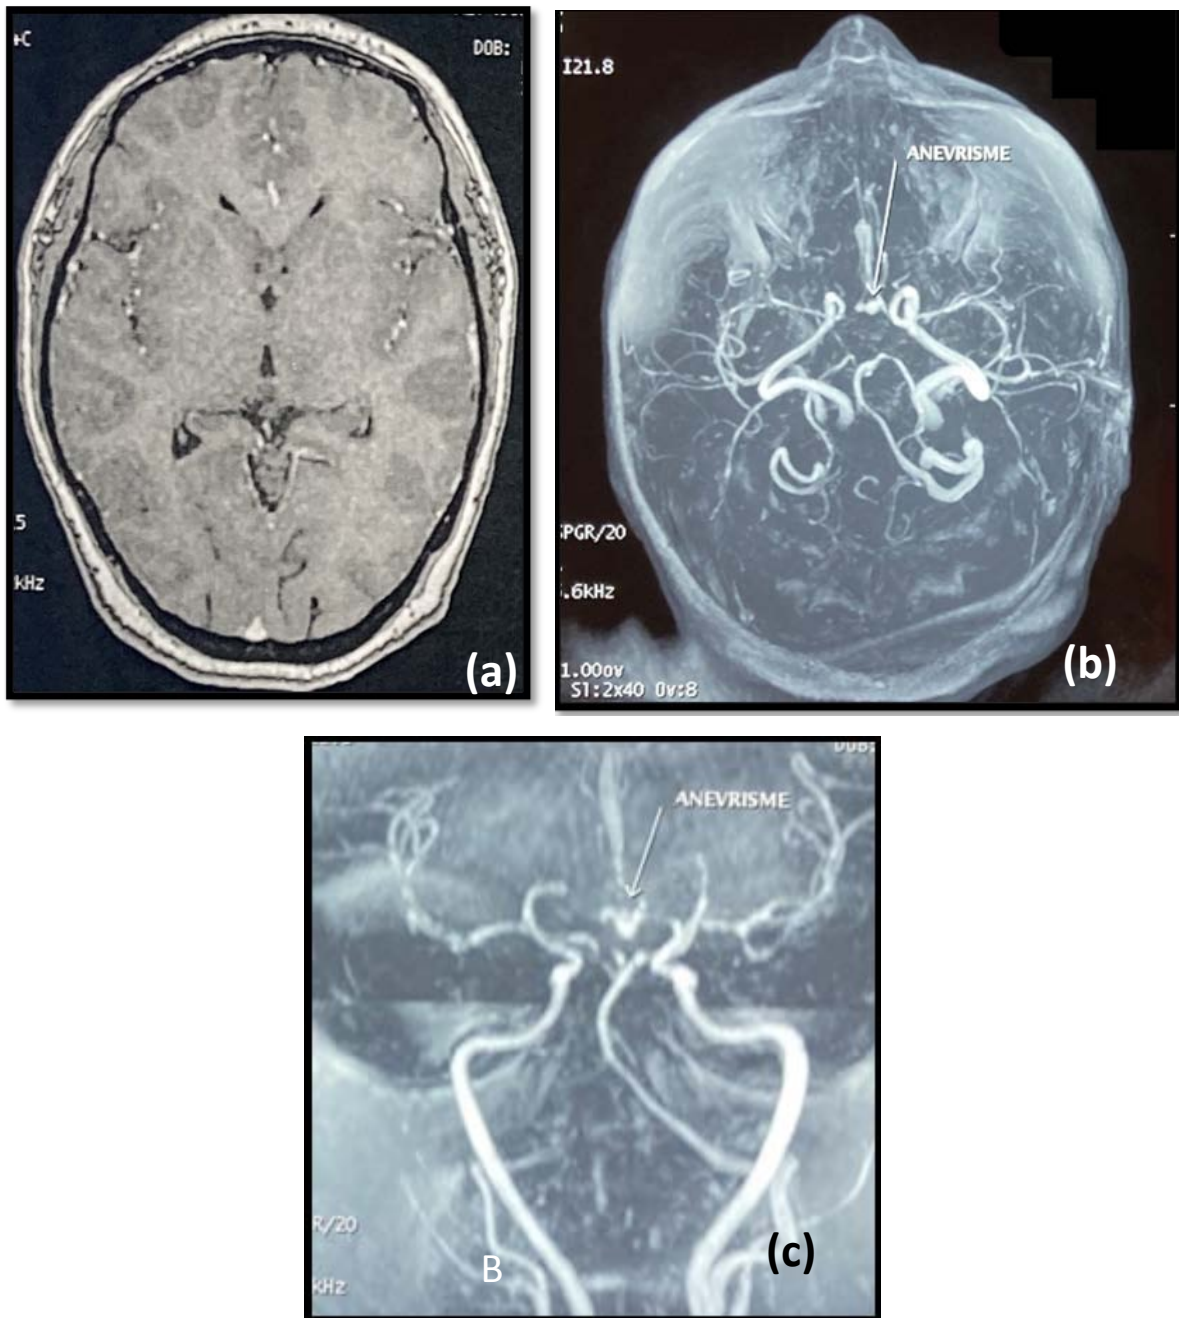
(a) : IRM cérébral objectivant une hémorragie sous arachnoïdienne bilatérale prédominante au niveau des deux vallées sylviennes.
